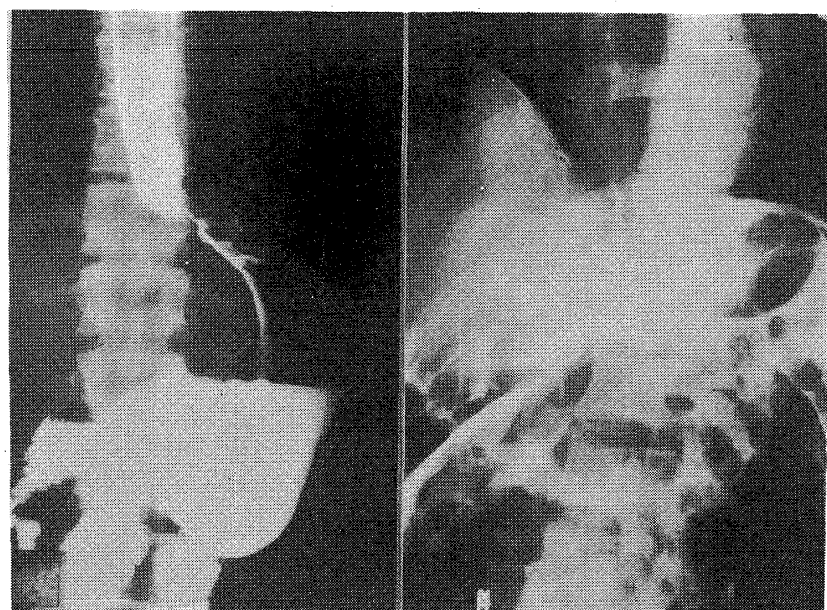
症例1の胃X線像(a), 背臥位腹腔造影像(b), および, そのシエーマ(c)
